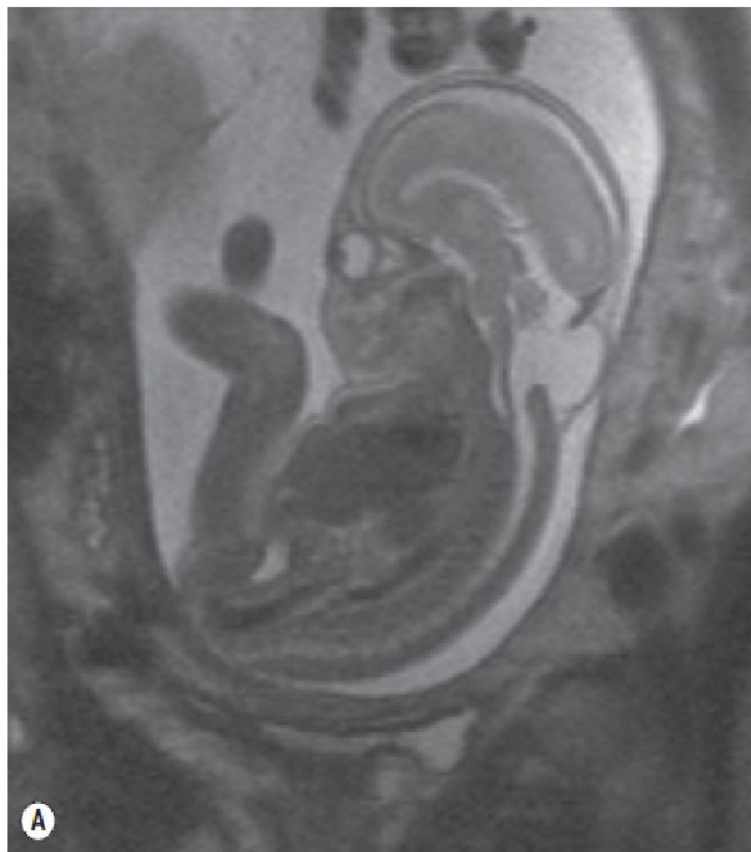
(a) Fetal magnetic resonance imaging (MRI) sagittal section showing occipital cephalocele. (b) Postnatal MRI sagittal section, same case
